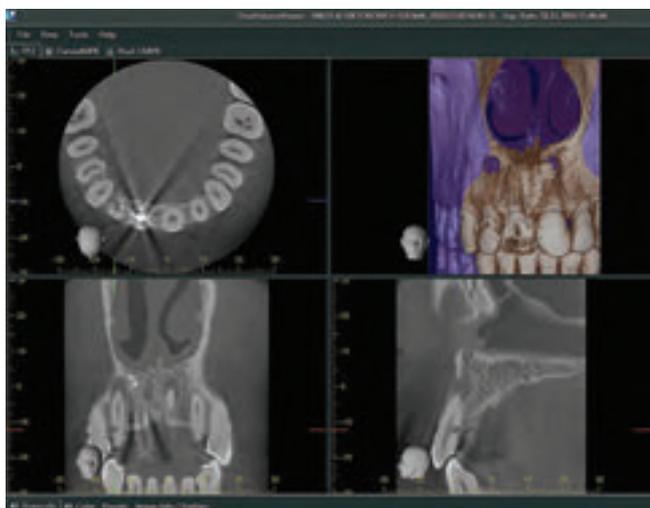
Компьютерная томограмма Morita на этапе диагностики, зуб 1.2
